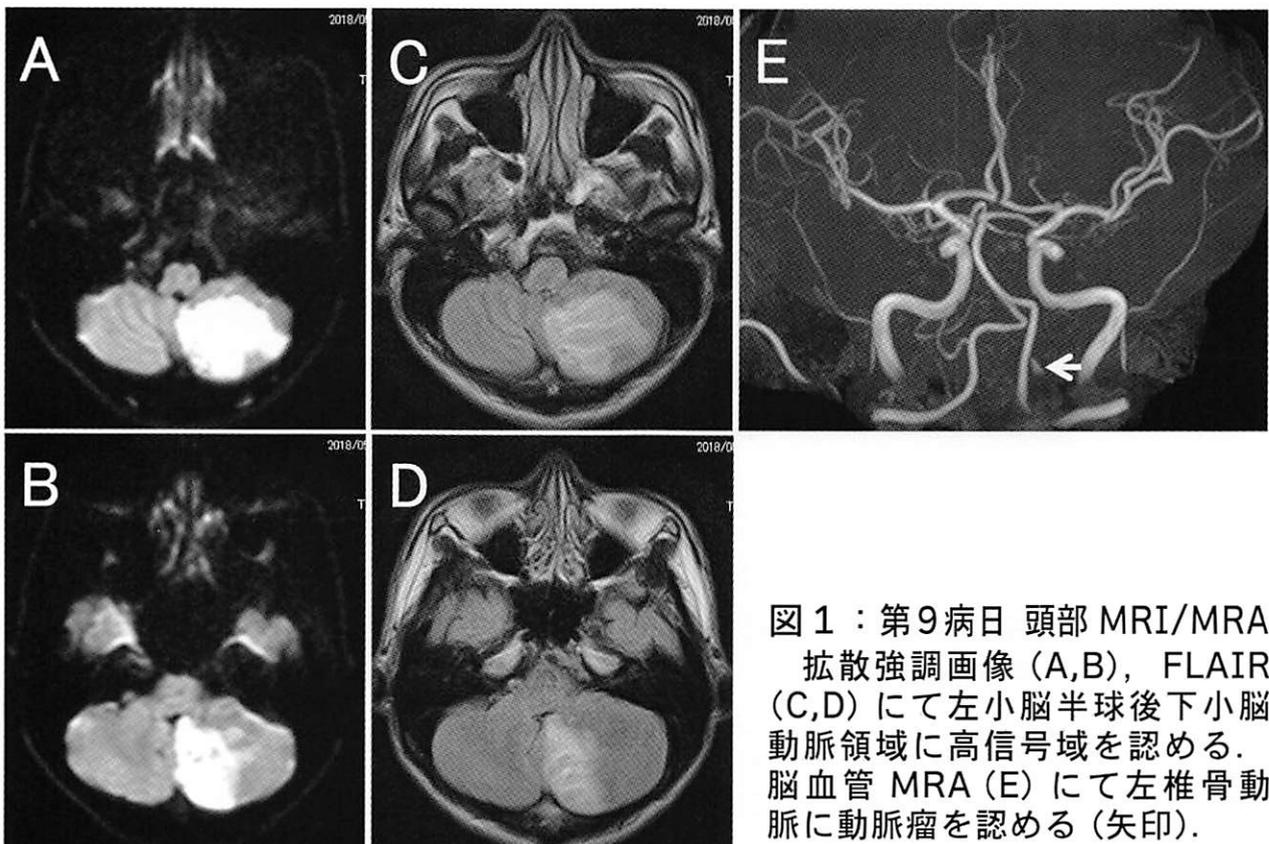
第9病日 頭部 MRI/MRA 拡散強調画像 (A,B), FLAIR (C,D) にて左小脳半球後下小脳動脈領域に高信号域を認める。脳血管 MRA (E) にて左椎骨動脈に動脈瘤を認める (矢印)。
